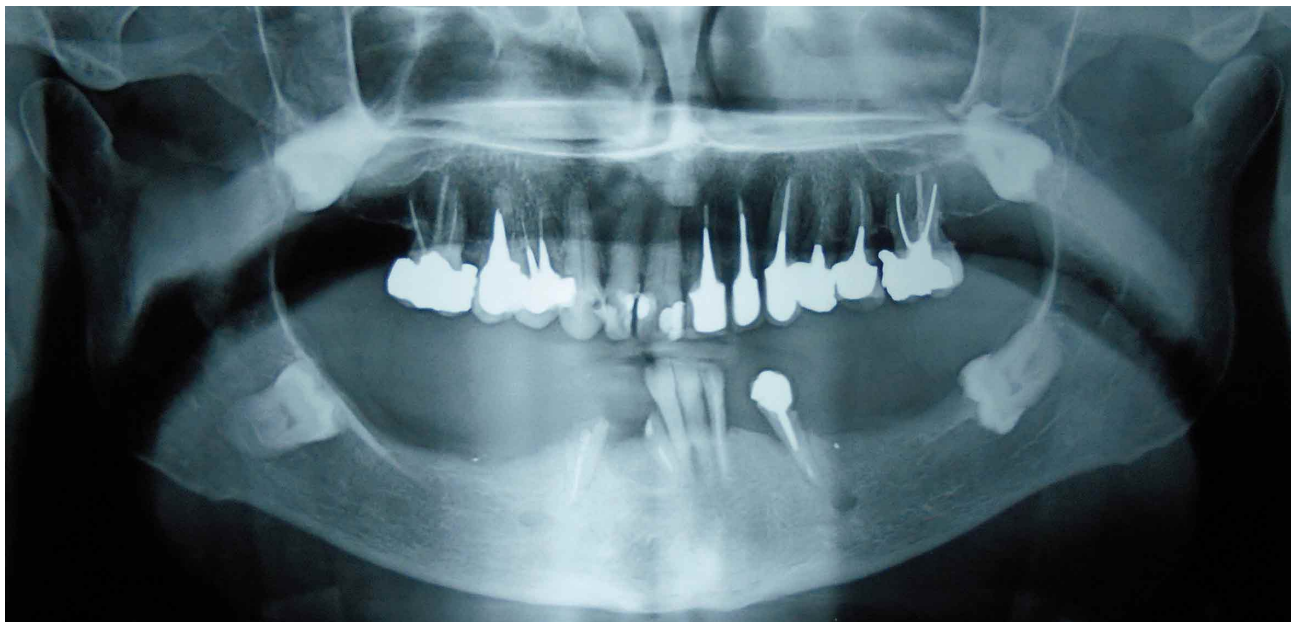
Paciente sexo femenino de 74 años solicita rehabilitación con implantes oseointegrados en el sector mandibular inferior. La inspección de su ortopantomografía detecta los cuatro TMNE, incluidos y asintomáticos. Debido a las condiciones locales de los TMNE (molares en posiciones dificultosas, pérdidas óseas e importante relación de contacto bilateral con nervio alveolar inferior), y las condiciones sistémicas de la paciente (antecedentes severos de cardiopatías, osteoporosis y riesgo alto de fractura con 0,728 gs/cm² en columna lumbar, T Score de -2,9 según evaluación de densidad mineral ósea), se sugirió la no realización de las extracciones y la búsqueda de otras alternativas terapéuticas protésicas (Laboratorio de Pericias en Odontología Forense -LPO-, Córdoba, Argentina).
